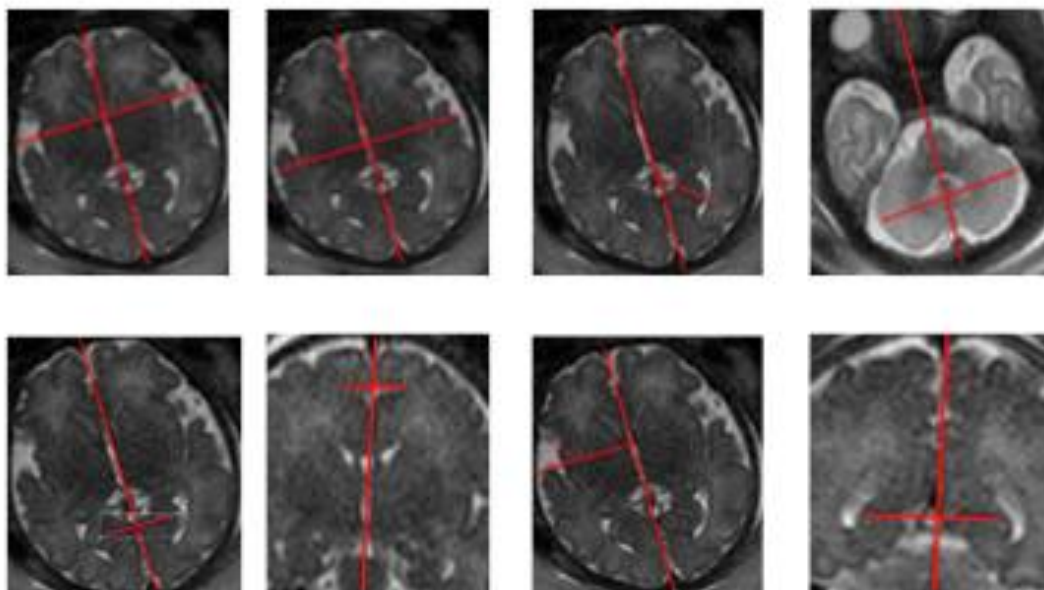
imatges dels talls de RM amb mesures exemple tal com es prenen amb el programa Analyze. DBP, DE, atri, cerebel, solc parietooccipital, solc cingulat, ínsula i fissura de Silvio i solc calcarí.
